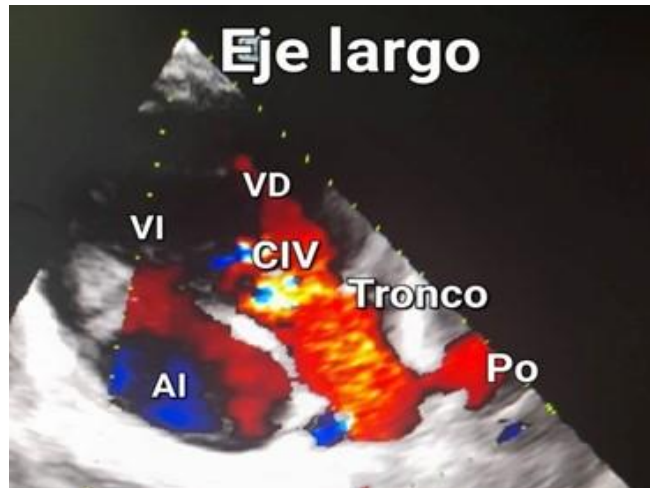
Ecocardiograma transtorácico en eje largo: proyección de eje largo con Doppler color que muestra un tronco arterial único con cabalgamiento de 50 % encima del defecto interventricular (CIV). Se identifican, además, estructuras como el atrio izquierdo (AI), los ventrículos izquierdo (VI) y derecho (VD), y ambas ramas de las arterias pulmonares (Po) que emergen del tronco arterioso.
